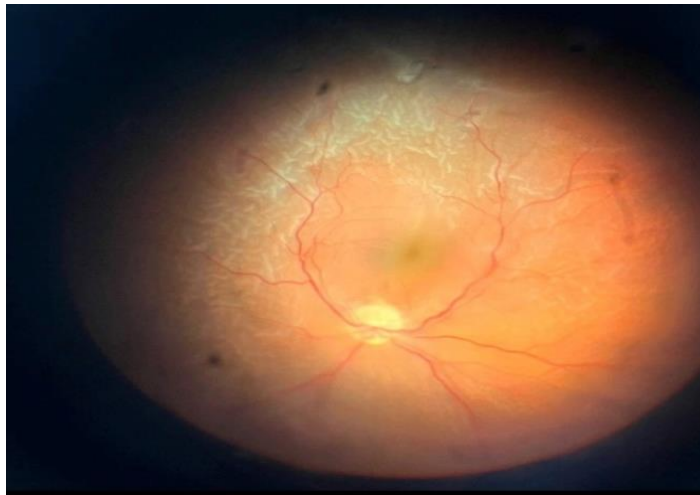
Глазное дно пациента через 14 суток после тяжелой контузии. Складки ПВР в 3-х квадрантах, отслойка сетчатки тотальная
